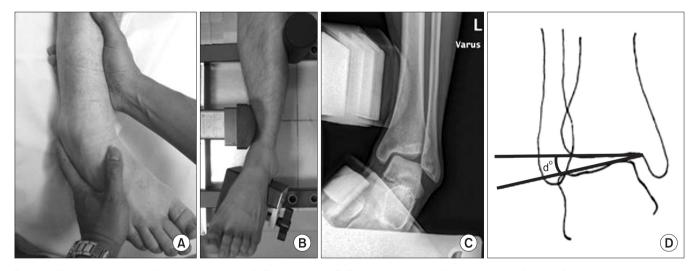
The talar tilt test. (A) Physical examination. (B) Telos in visual. (C) Telos in radiograph. (D) Measurement of angle of varus instability.
